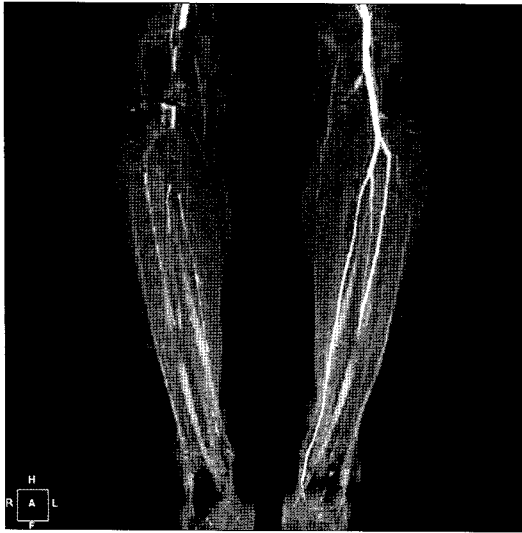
Preoperative CT angiography shows filling defect with medial deviation of right popliteal artery.
